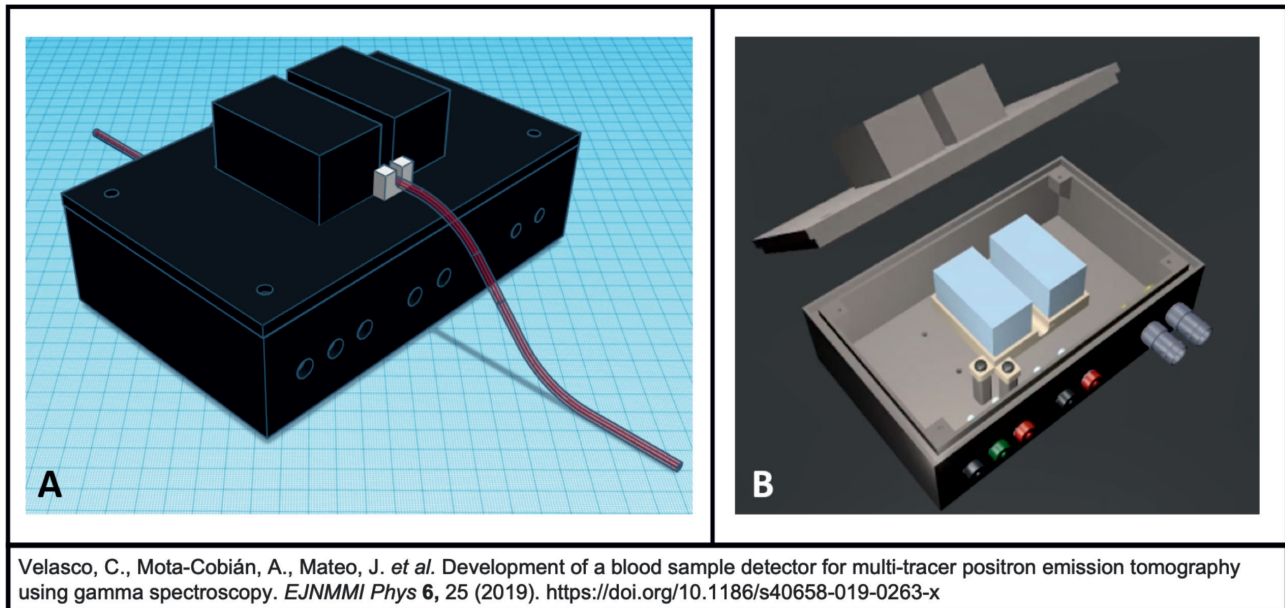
Vista externa (A) e interna (B) del prototipo desarrollado para realizar estudios PET multitracedor.
